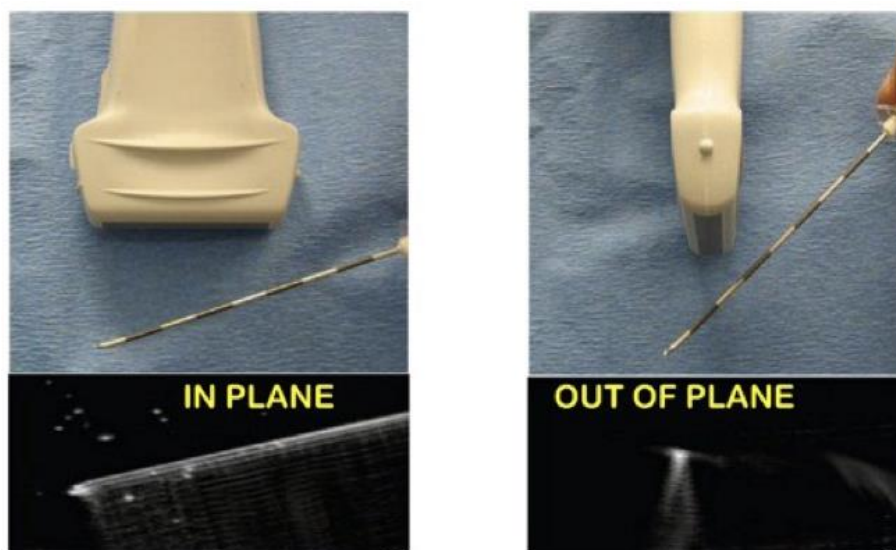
Le due immagini mostrano la disposizione della sonda rispetto all'ago e la relativa immagine ecografica ottenuta nelle scansioni "in plane" ed "out of plane"
